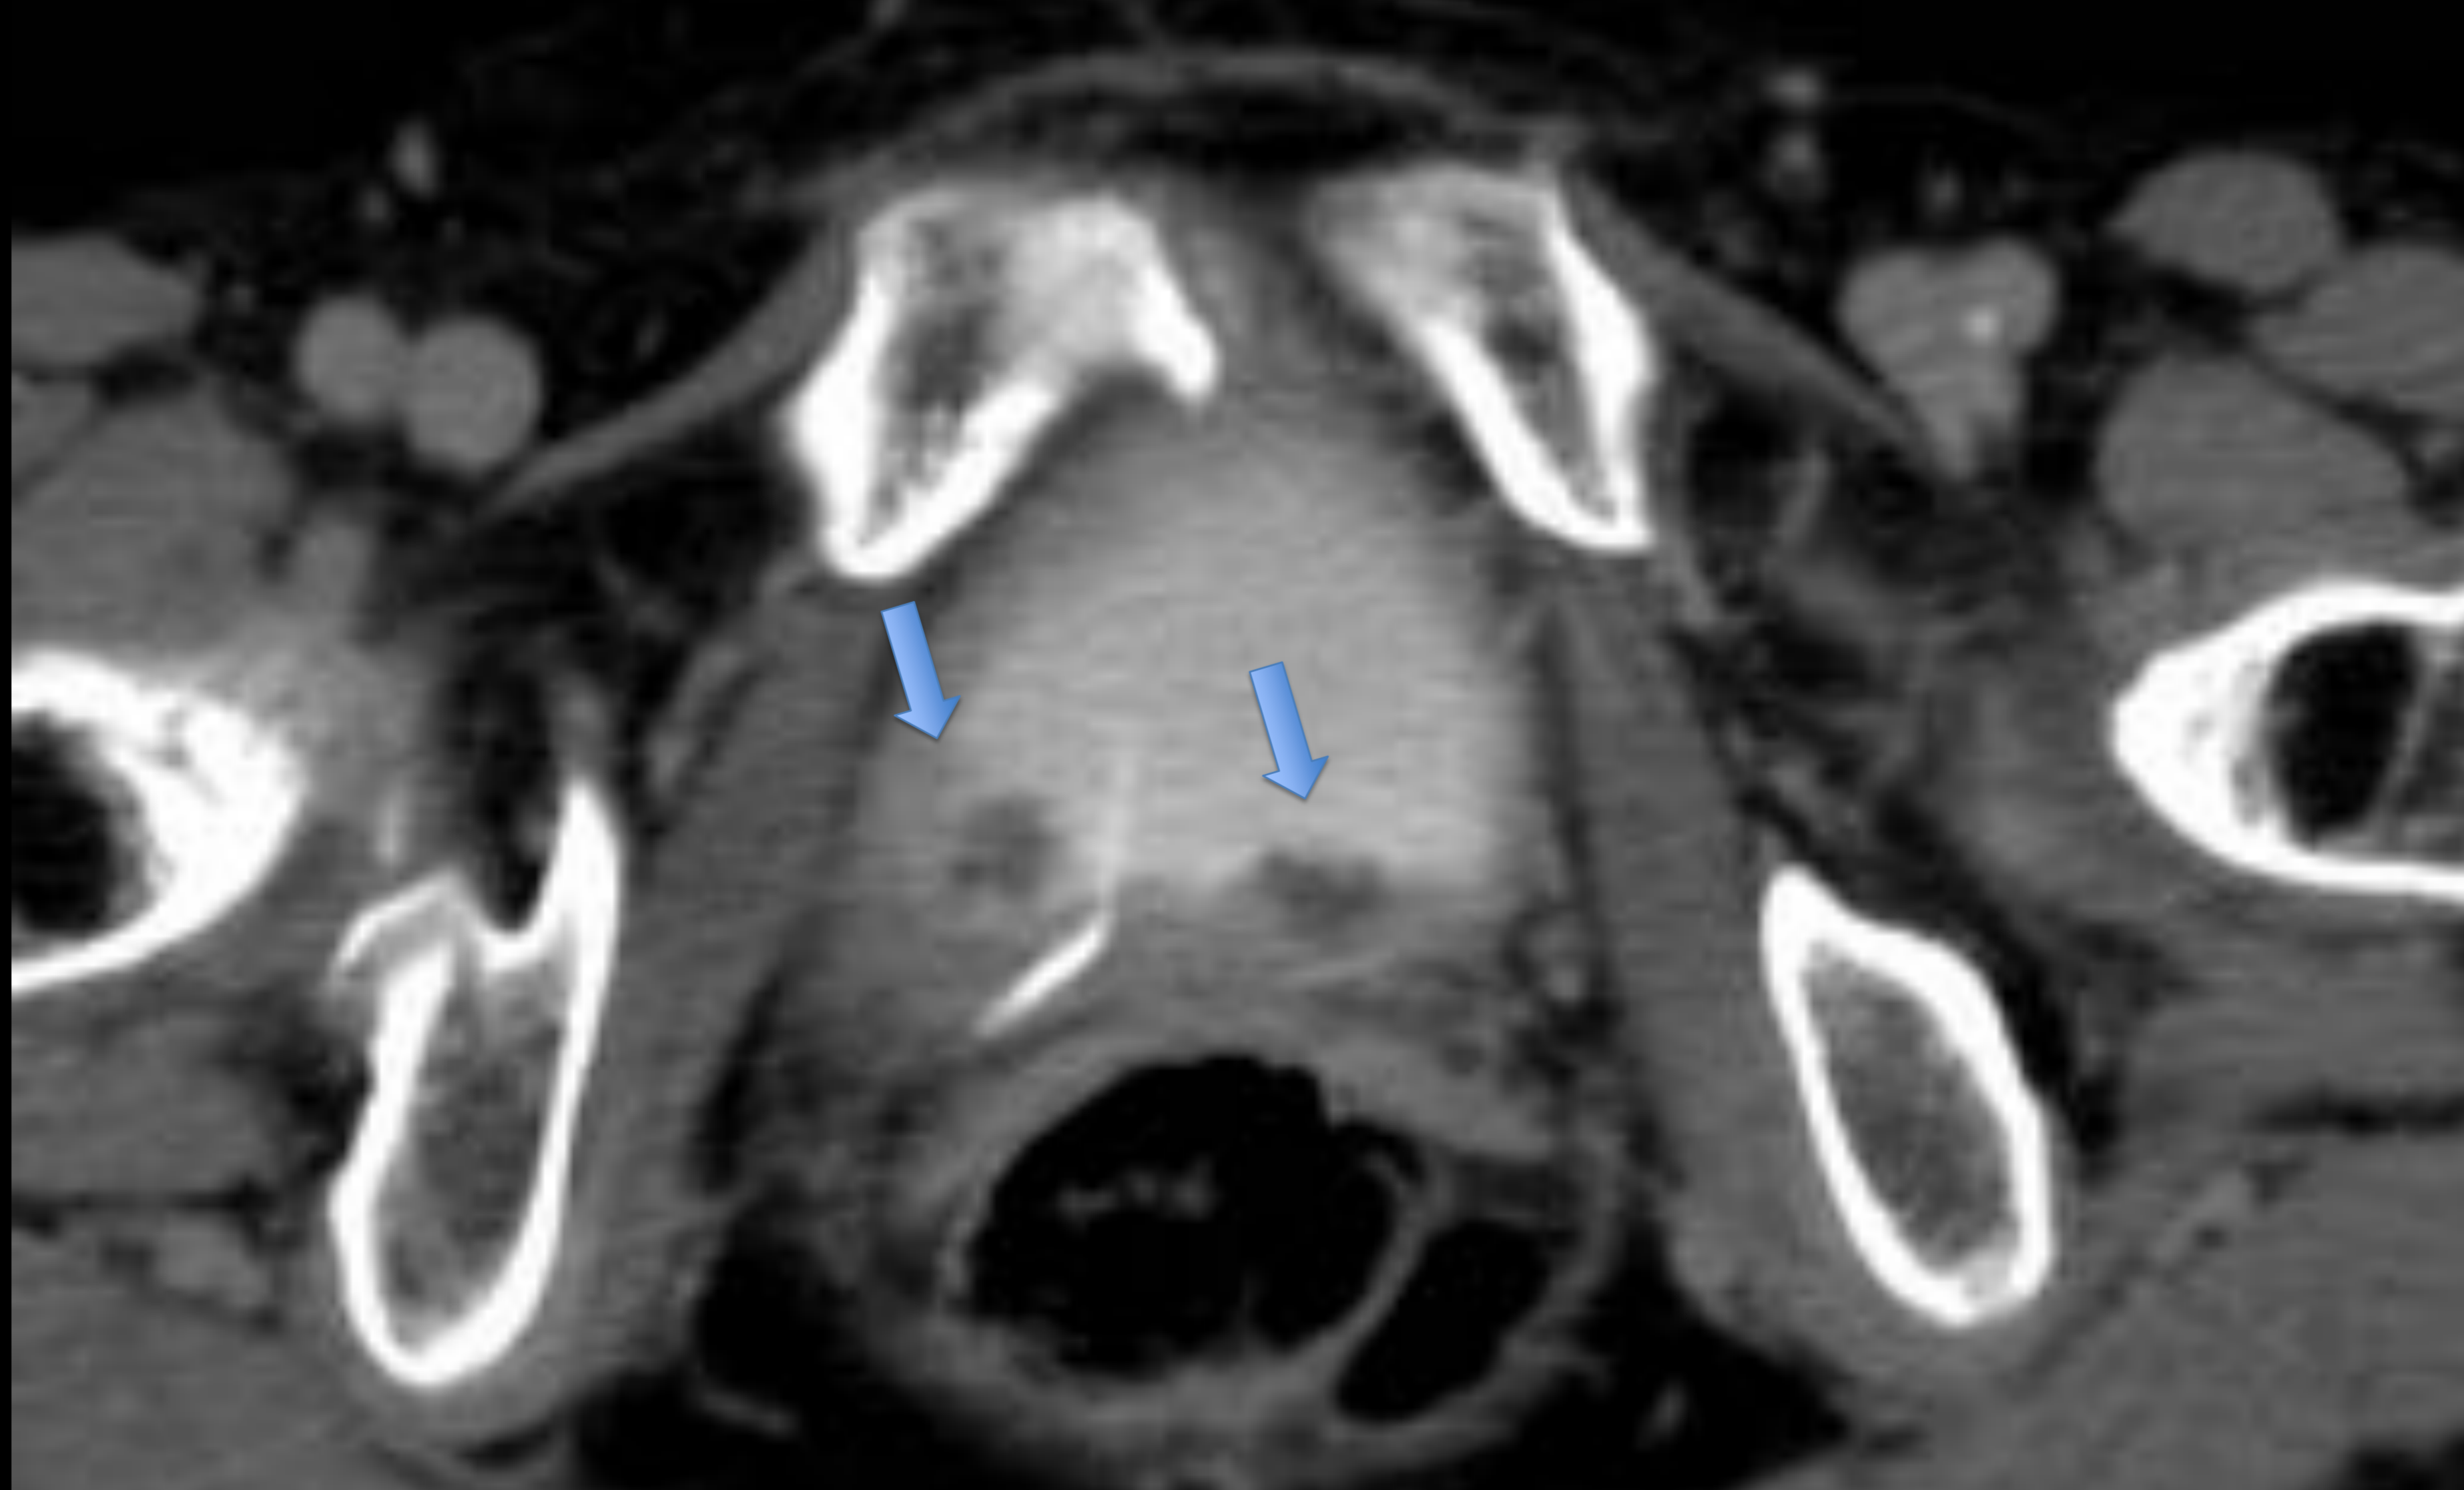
Lesiones de malacoplaquia (flecha) en ECO y TAC con contraste intravenoso
